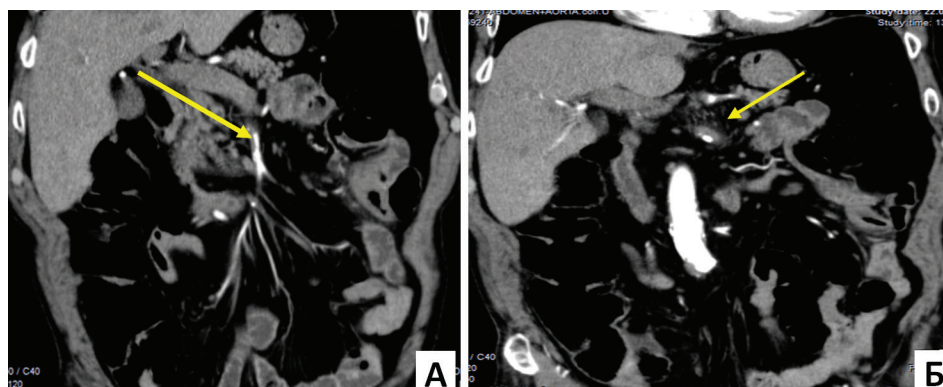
МСКТ-ангіографія органів черевної порожнини: А – розшарування ВБА з мальперфузією; Б – проксимальний відділ ВБА з ознаками тромботичного ураження
